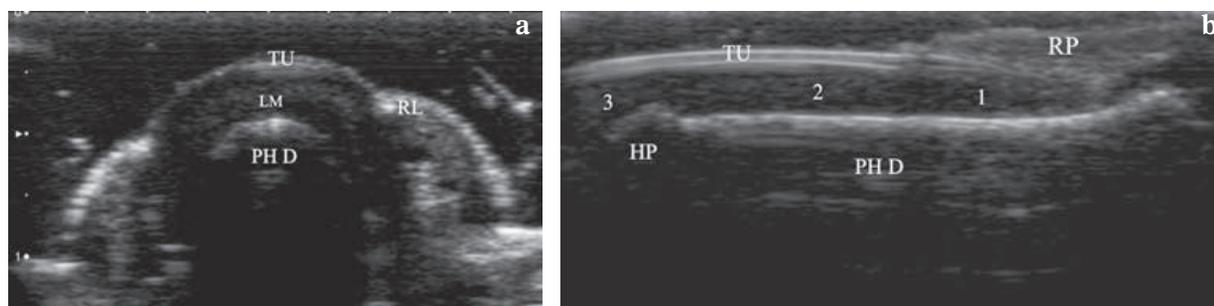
Echo-anatomie de la région sous-unguéale en échographie.
